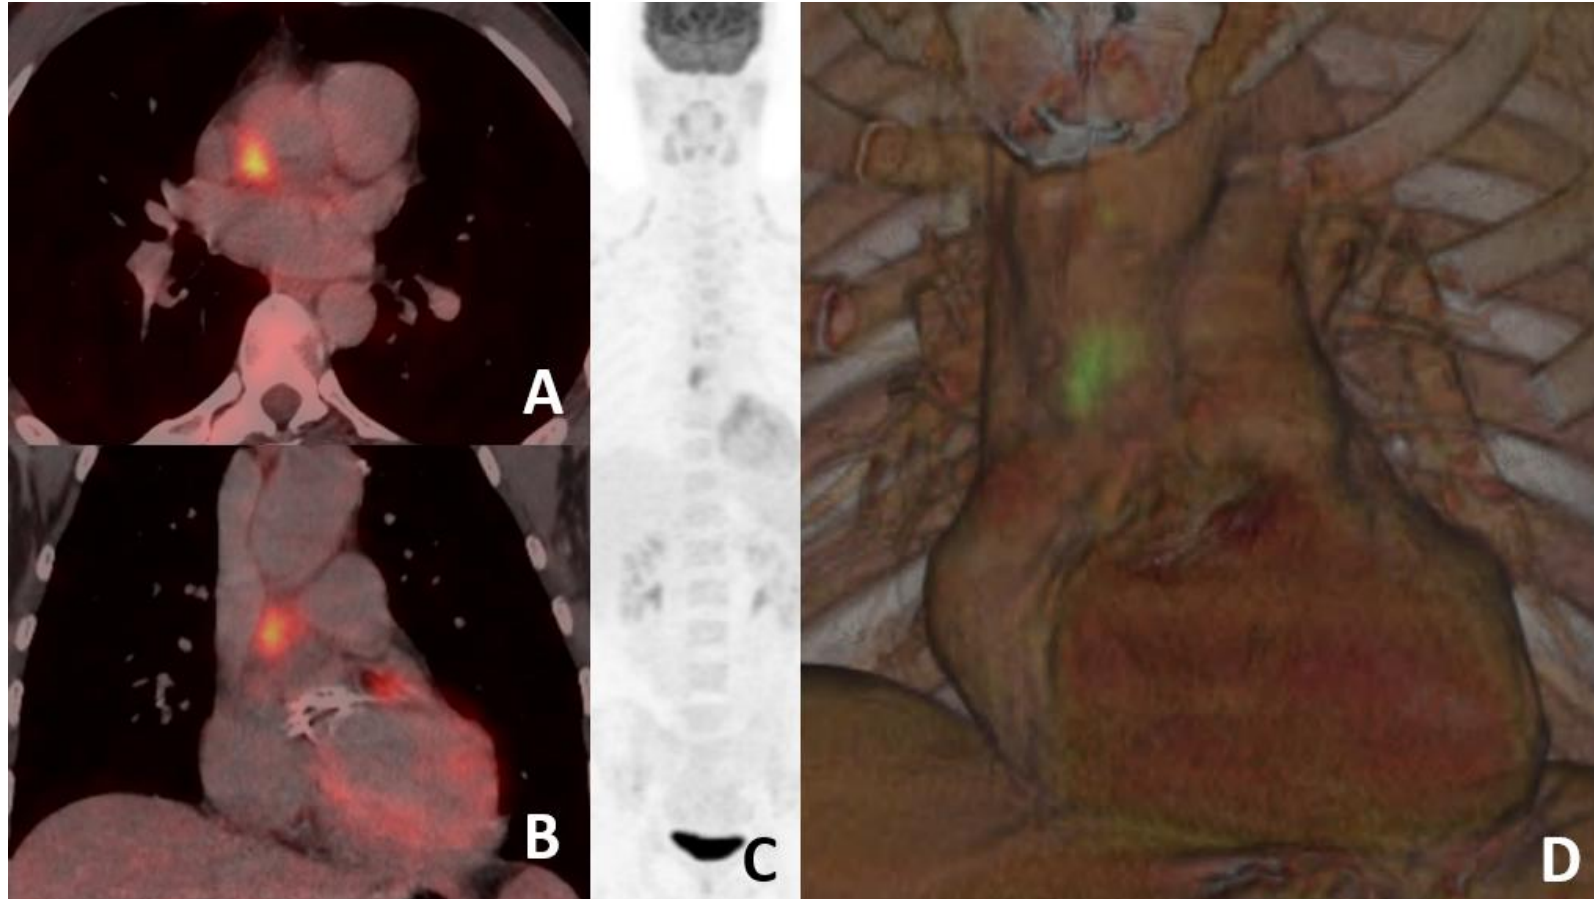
PET CT. (A) Corte axial y (B) coronal de TC, (C) corte coronal de PET corregido y (D) reconstrucción 3D. Captación patológica alrededor de la prótesis de válvula aórtica sugestiva de infección periprotésica.
